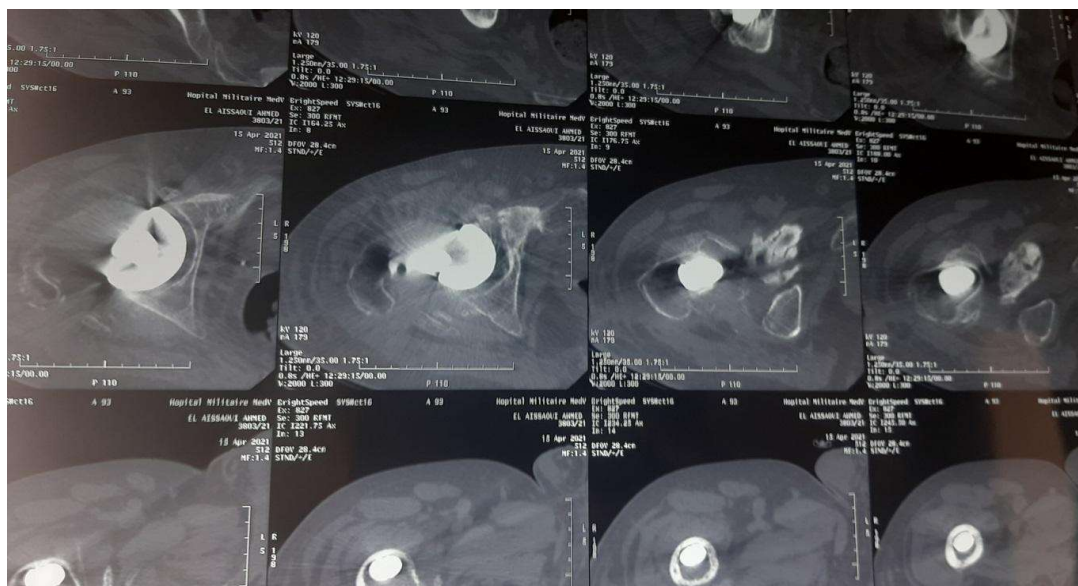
TDM montrant le liseré au pourtour de la PTH droite
